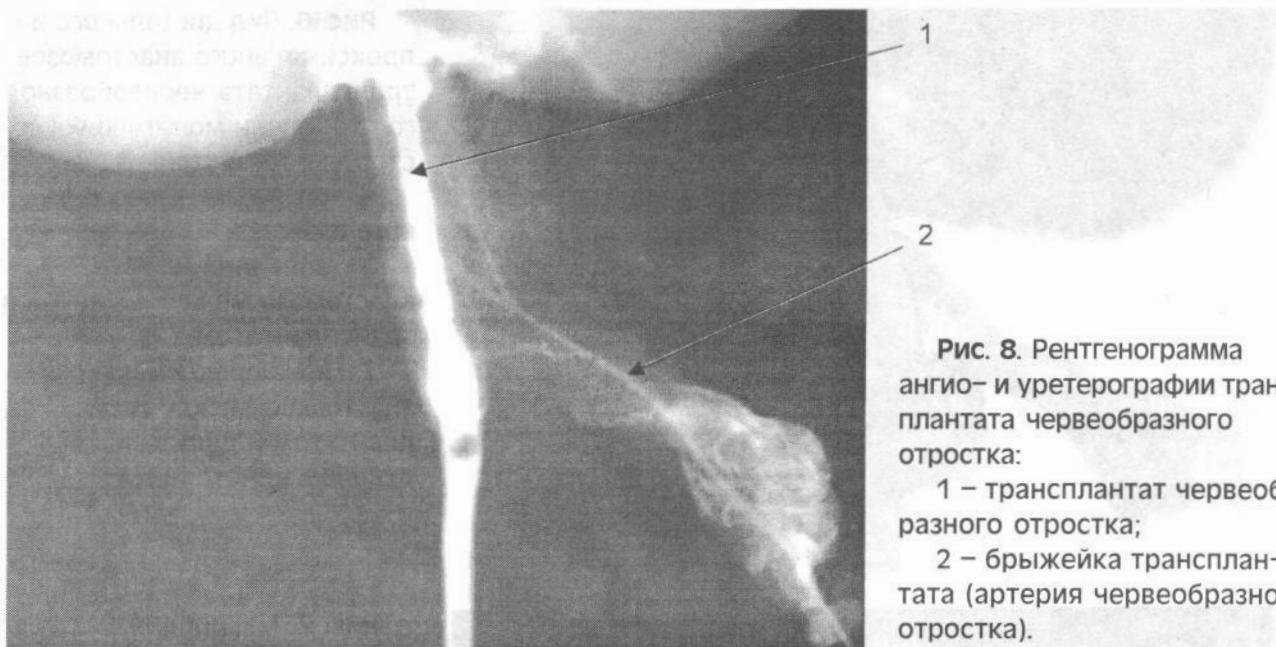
Рентгенограмма ангио- и уретерографии трансплантата червеобразного отростка:
